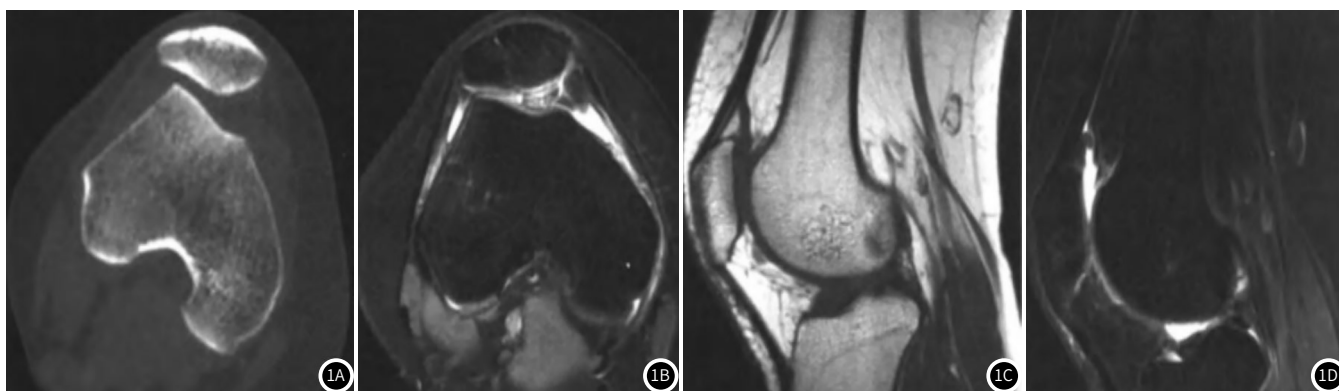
典型病例影像图。1A-1B: MSCT可见髌骨局部似有裂纹,股骨下端未见明显异常;1C-1D: MRI显示髌骨、股骨下端骨髓水肿。
